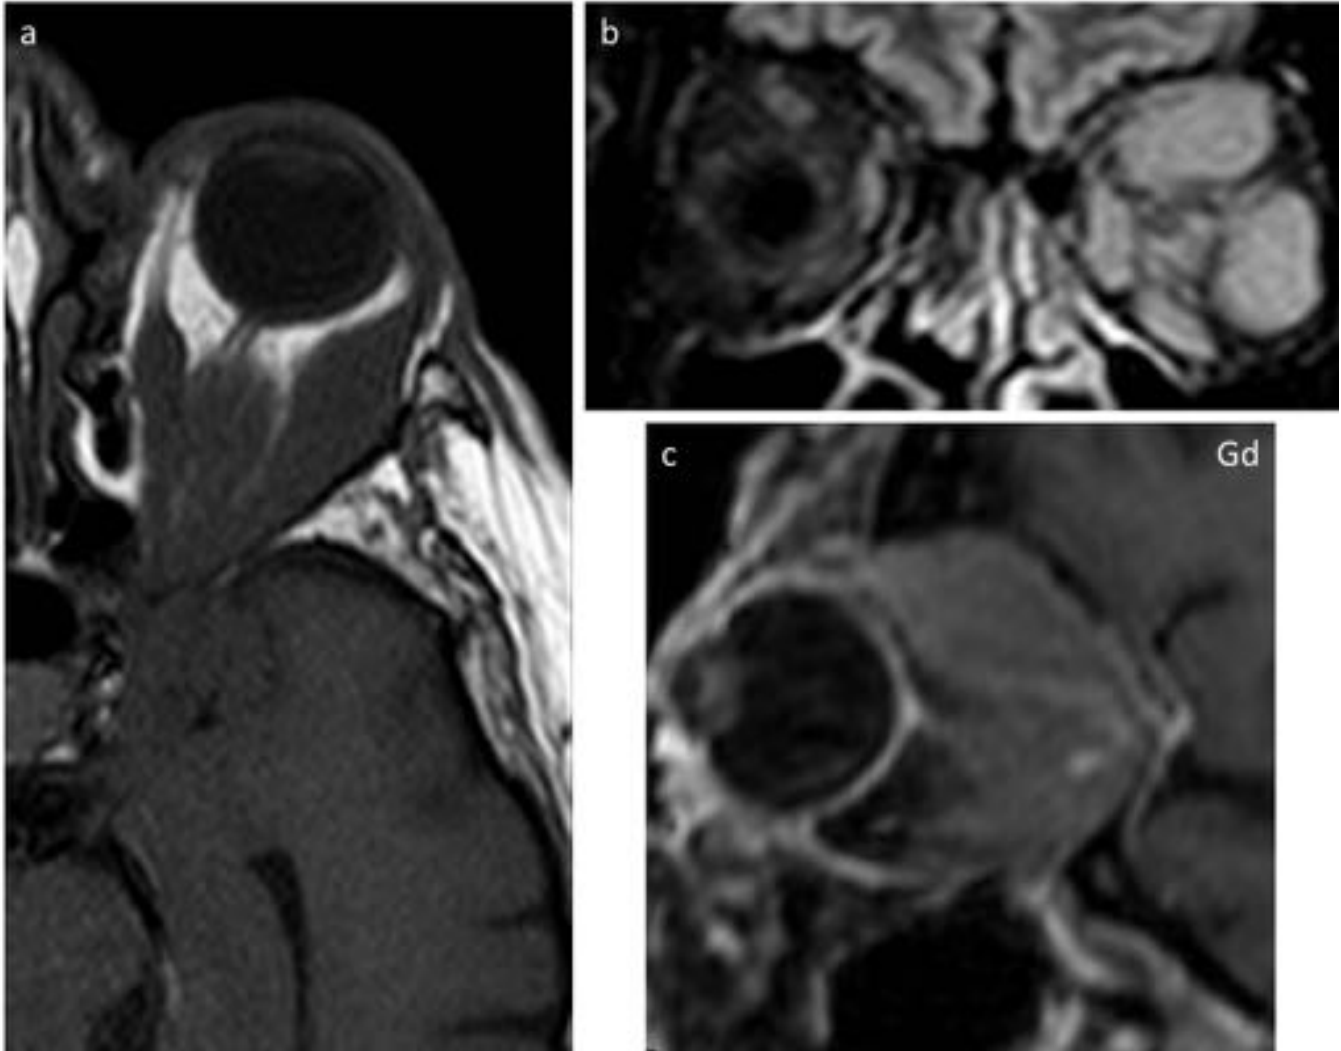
Linfoma: Imágenes de resonancia magnética en cortes axial (a), coronal (b) y sagital (c). Tumoración (*) infiltrativa que afecta a los músculos rectos de la órbita izquierda (medial, lateral y superior), así como al espacio extraconal, hipointensa en secuencias potenciadas en T1 (a), de densidad intermedia en secuencia STIR (b). Presenta realce homogéneo tras la administración de contraste (c). Su aspecto es homogéneo y realza tras la administración de contraste (c).
